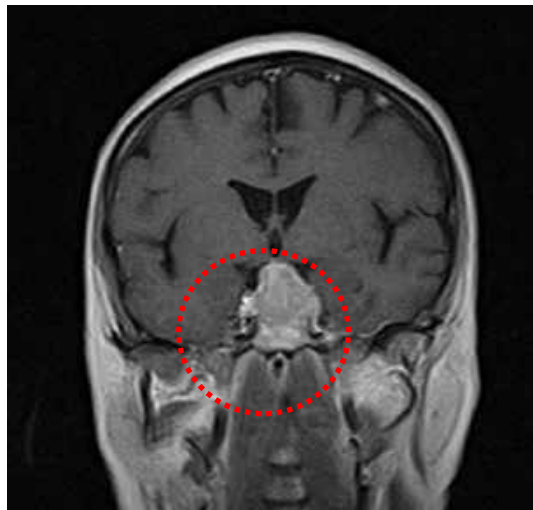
Фронтальна площина МРТ з в/в контрастуванням. Гістологічно верифікований метастаз в гіпофіз з раку легенів. Пухлина руйнує схил основної кістки, поширюється супраселярно з мас-ефектом на оптико-хіазмальний комплекс
